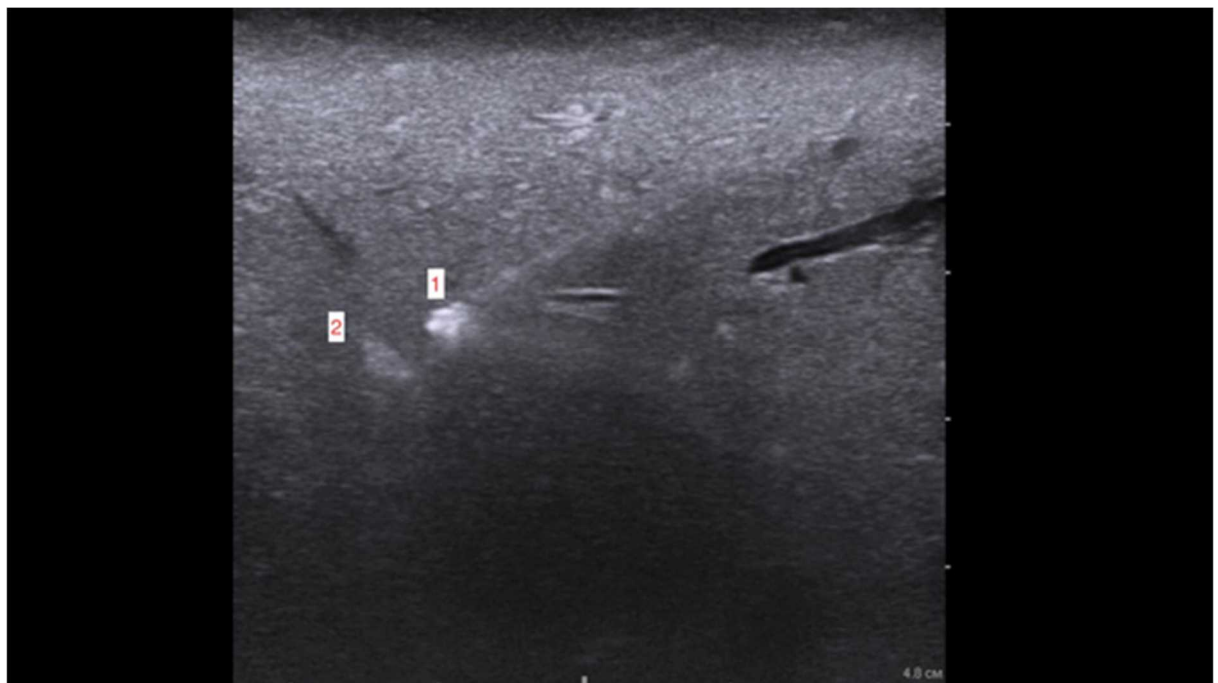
術中超音波の制御下でのサーモプローブ針の設置、針の端の方向の制御
